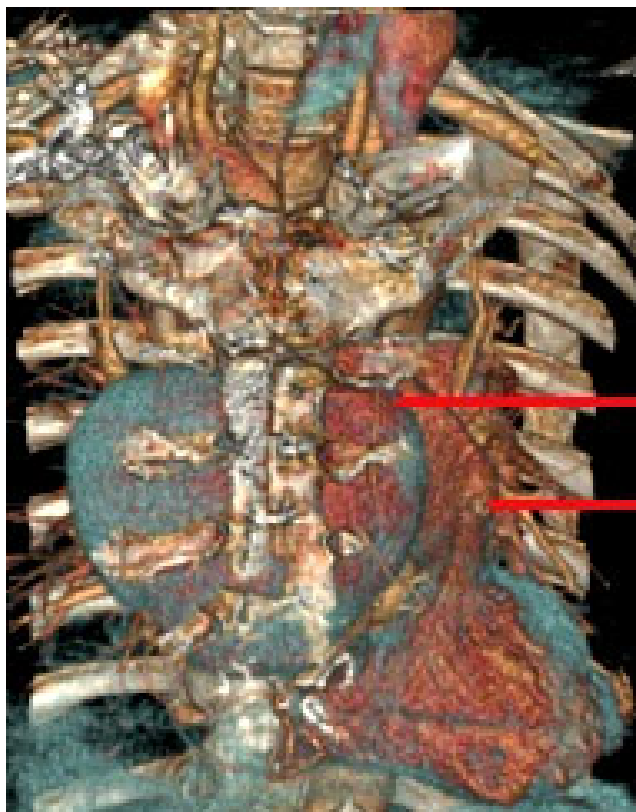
Комп'ютерна томографія. Осумкована гематома ретростерального простору
